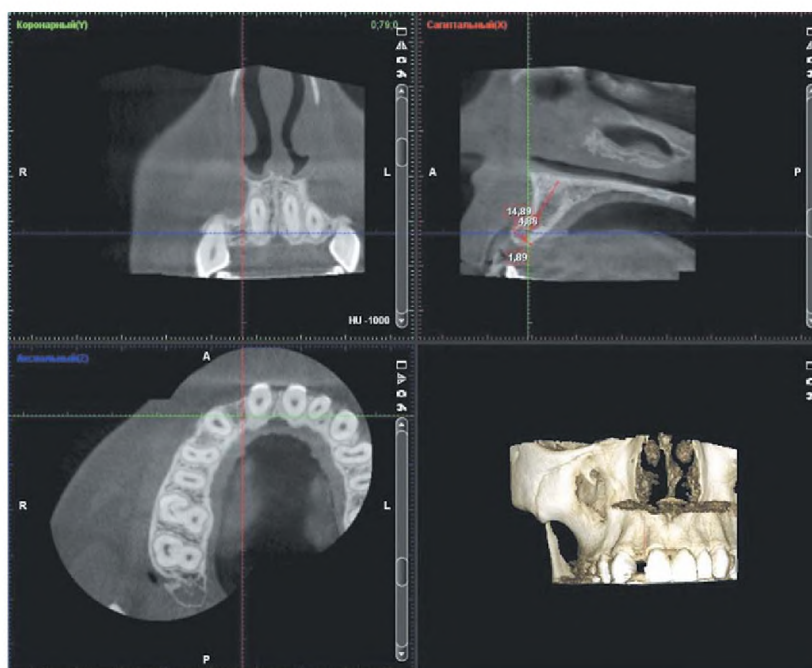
Планирование дентальной имплантации по компьютерной томограмме пациентки М., 16 лет
